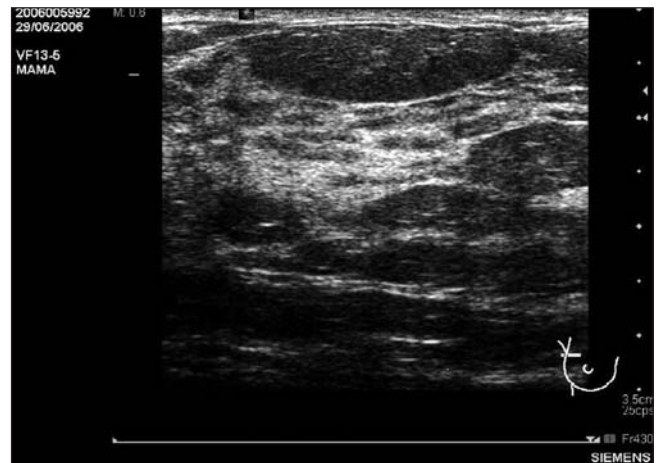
Ecografía en modo-B. Mama contralateral con tejido glandular normal y presencia del músculo pectoral mayor.
